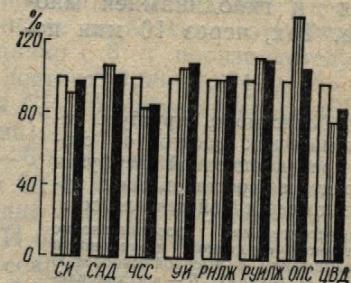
Зависимость структуры гемодинамических сдвигов от скорости реанимационной перфузии.
